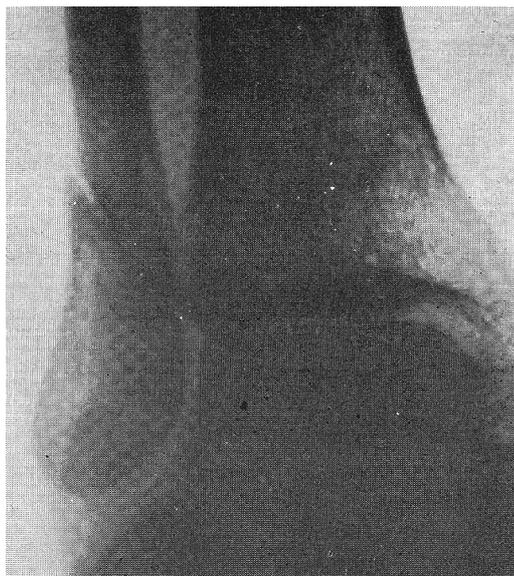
Рентгенограмма правого голеностопного сустава в 1 косой проекции через 6 нед. После перелома наружной лодыжки с подвывихом стопы. Очевидно видна эндостальная костная мозоль наружной лодыжки. Периостальная костная мозоль отсутствует
